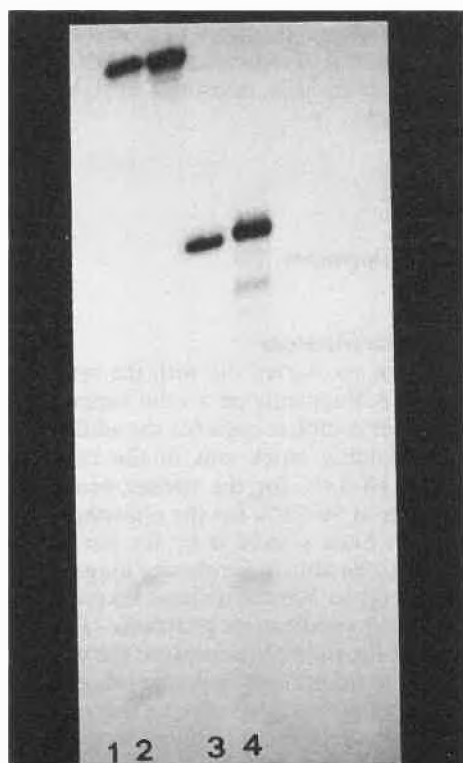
Purified and crude 32mer (lane 1,2) and 20mer (lane 3,4) synthesized by the triester method (autoradiograph).
